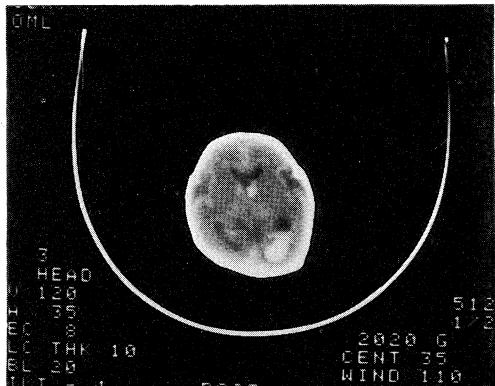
Cranial CT scan of case 4 on 5 hospital days shows bilateral intraventricular hemorrhage with ventricular dilatation.
